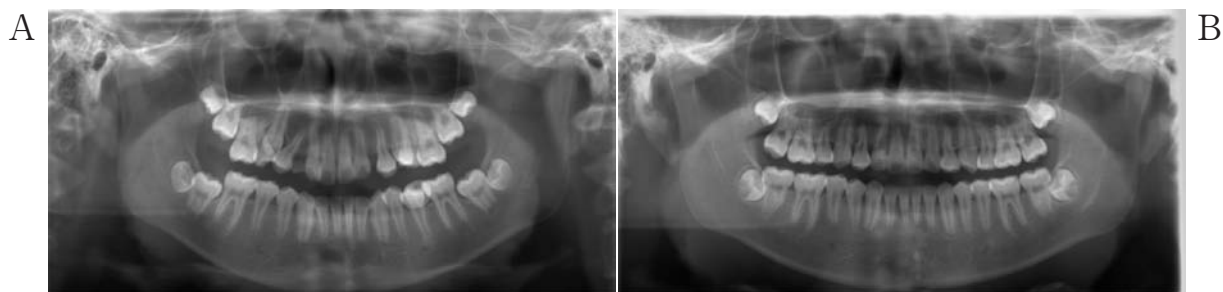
Panoramic X-ray images
